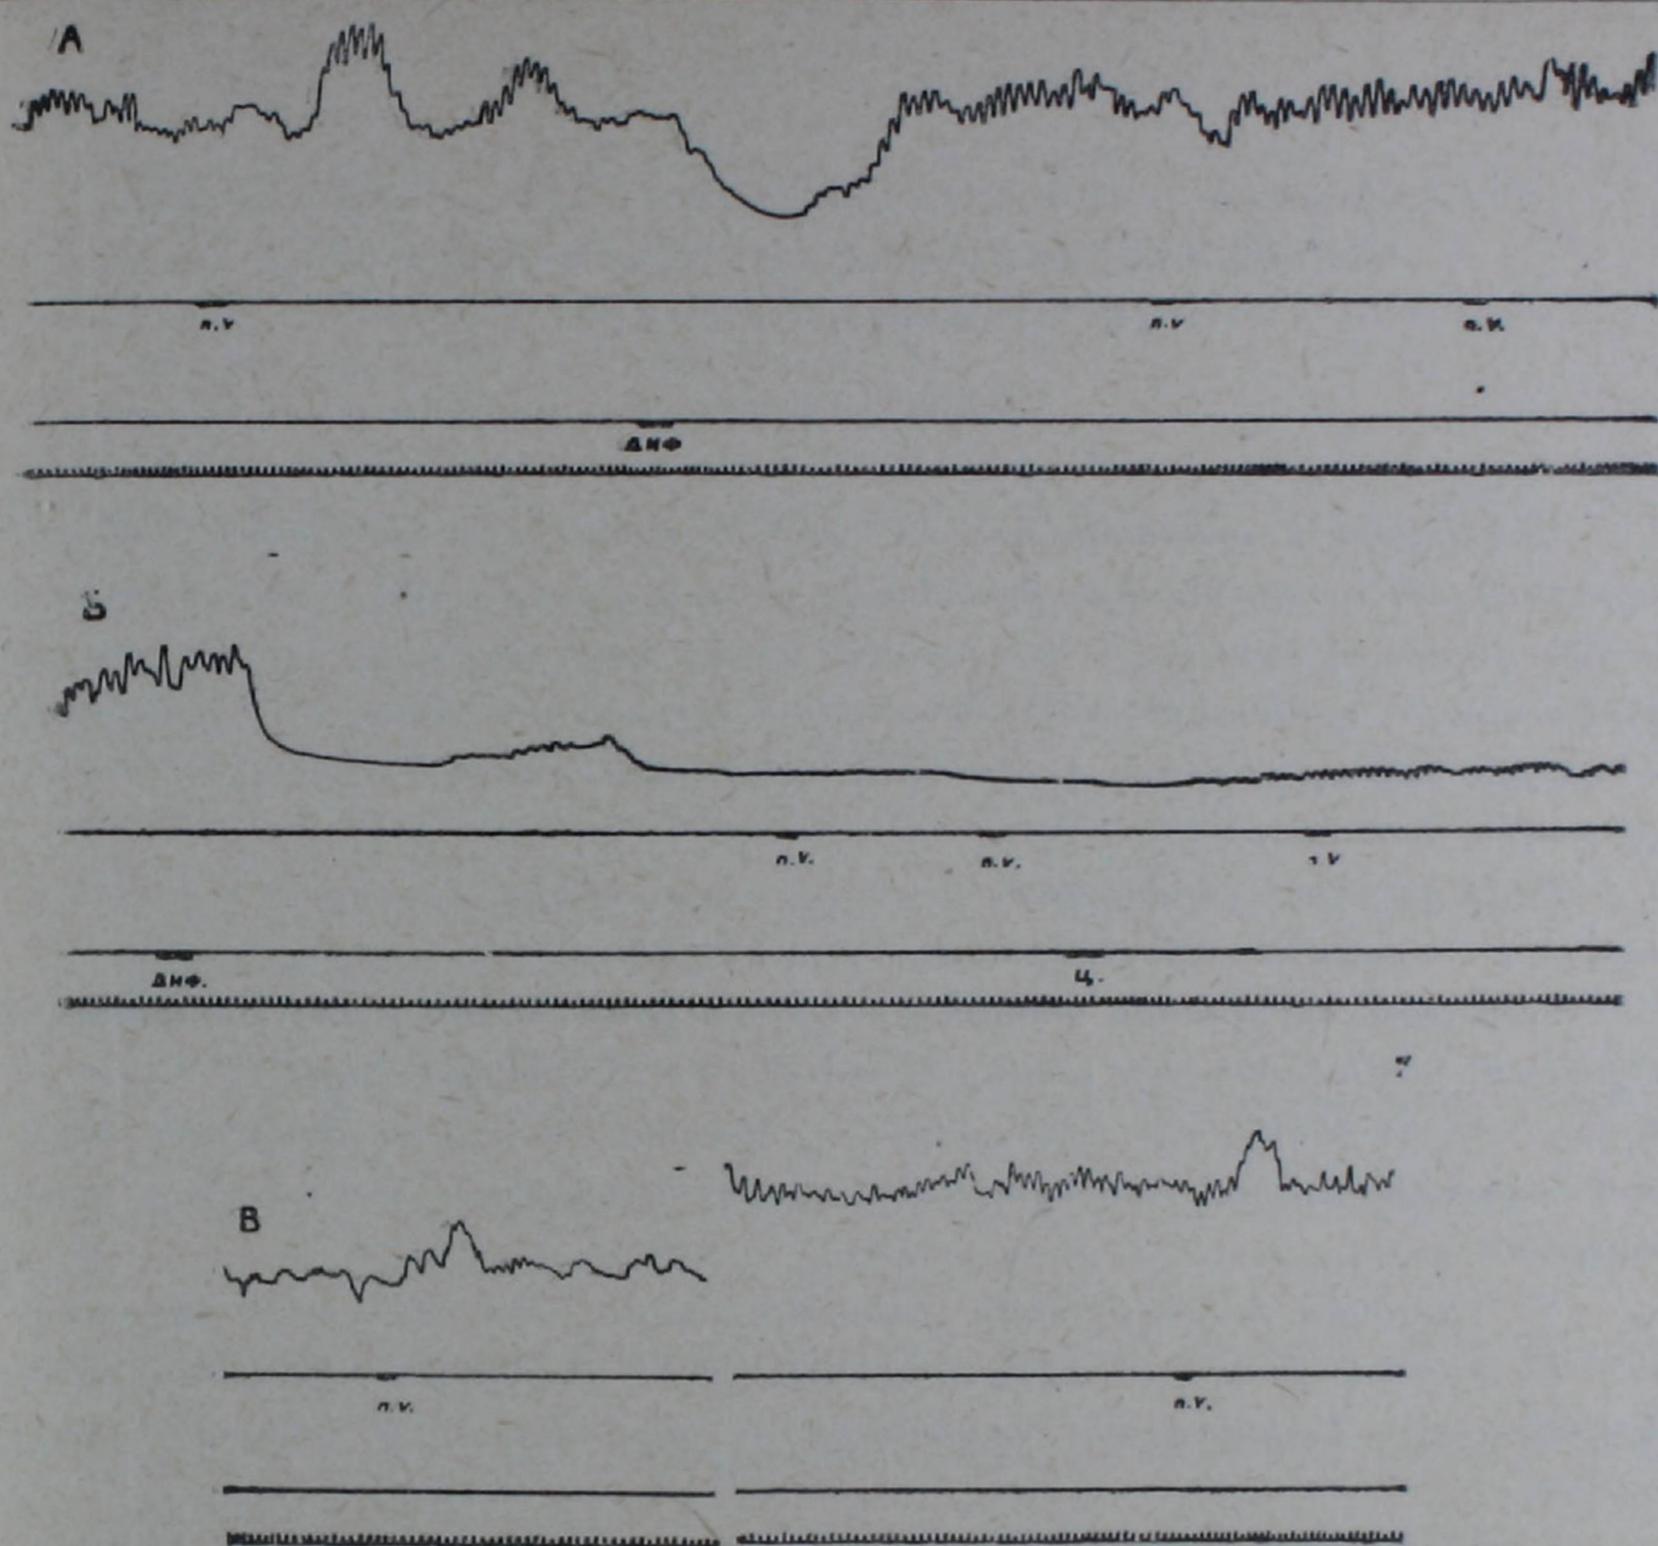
А. Сокращение кишечной петли при раздражении волокон блуждающего нерва до и после введения в ток перфузионной жидкости дифацила. Б. Восстановление ритмических сокращений кишечной петли под влиянием цистеина. В. Восстановление проведения импульсов по волокнам блуждающего нерва. Сверху вниз: запись сокращения кишечного отрезка, отметка раздражения кишечных волокон блуждающего нерва, отметка введения в ток перфузионной жидкости химических раздражителей, отметка времени (3 сек.).
